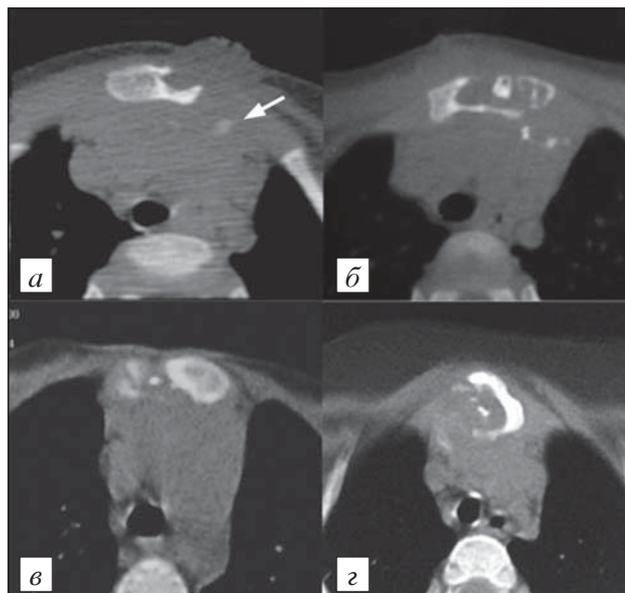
Варианты КТ-изображений при туберкулезе грудины у детей.
